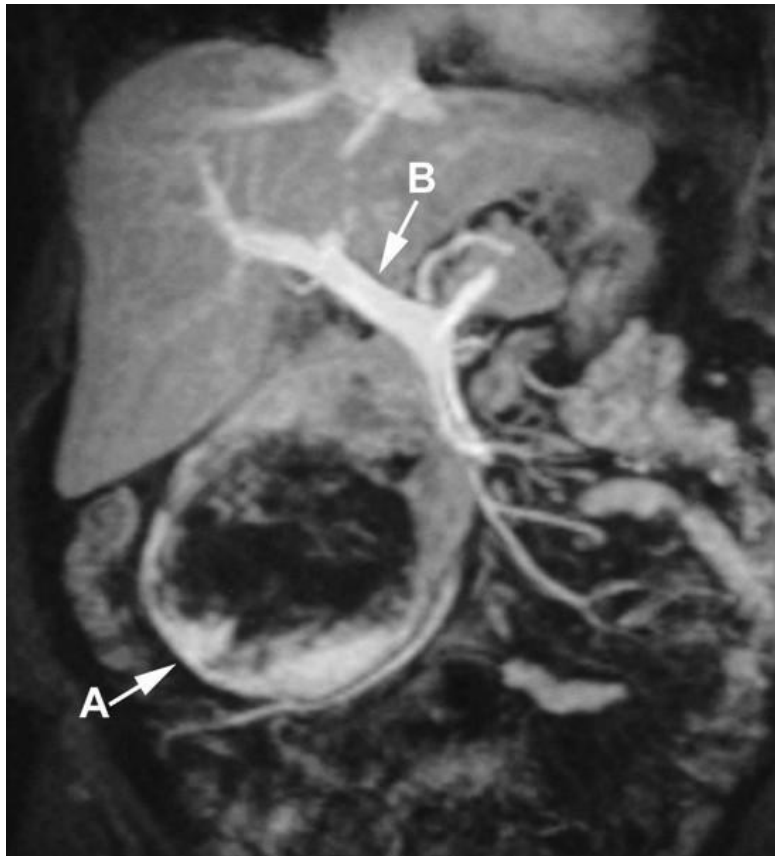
coupe sagittale d'une IRM abdominale avec injection de gadolinium objectivant une tumeur au niveau de la tête du pancréas (A). La veine porte (B) [49].
